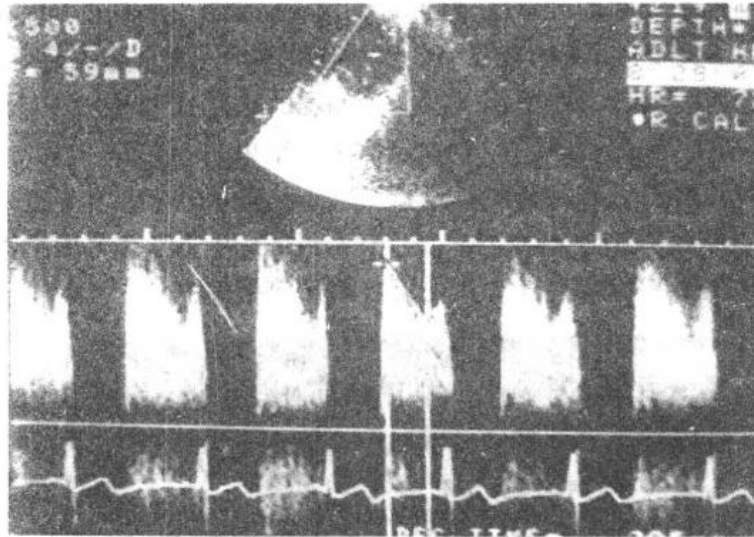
风湿性二尖瓣狭窄的连续式多普勒超声心动图
